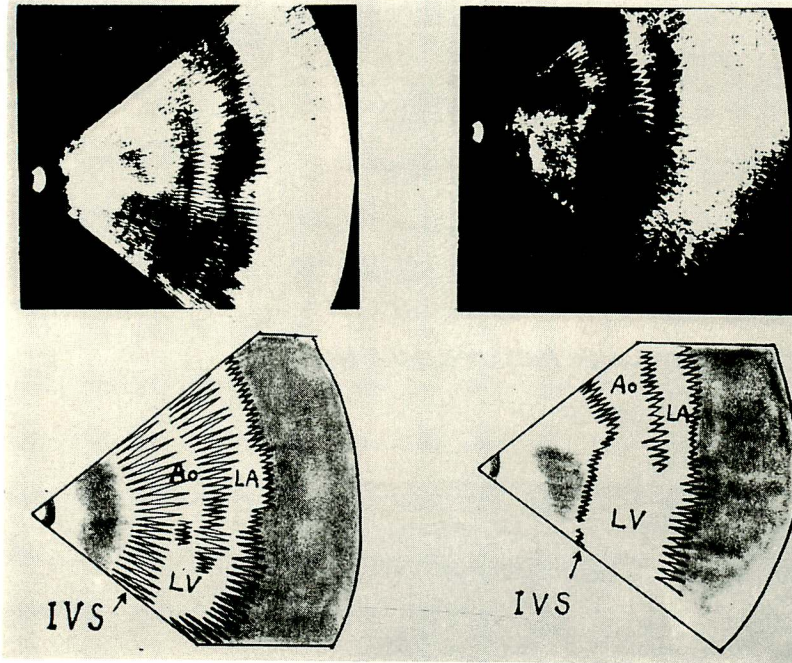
Ultrasound cardiokymogram along the long axis of the left ventricle, showing a decrease of interventricular septal motion after surgery.
